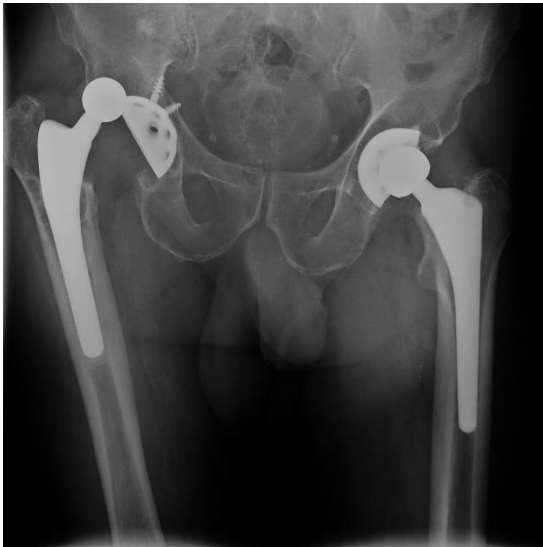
Radiografías anteroposteriores de cadera de todos los casos en que se presentó una luxación tardía. Todos ellos fueron intervenidos, implantando una cúpula de doble movilidad con buenos resultados clínicos.
